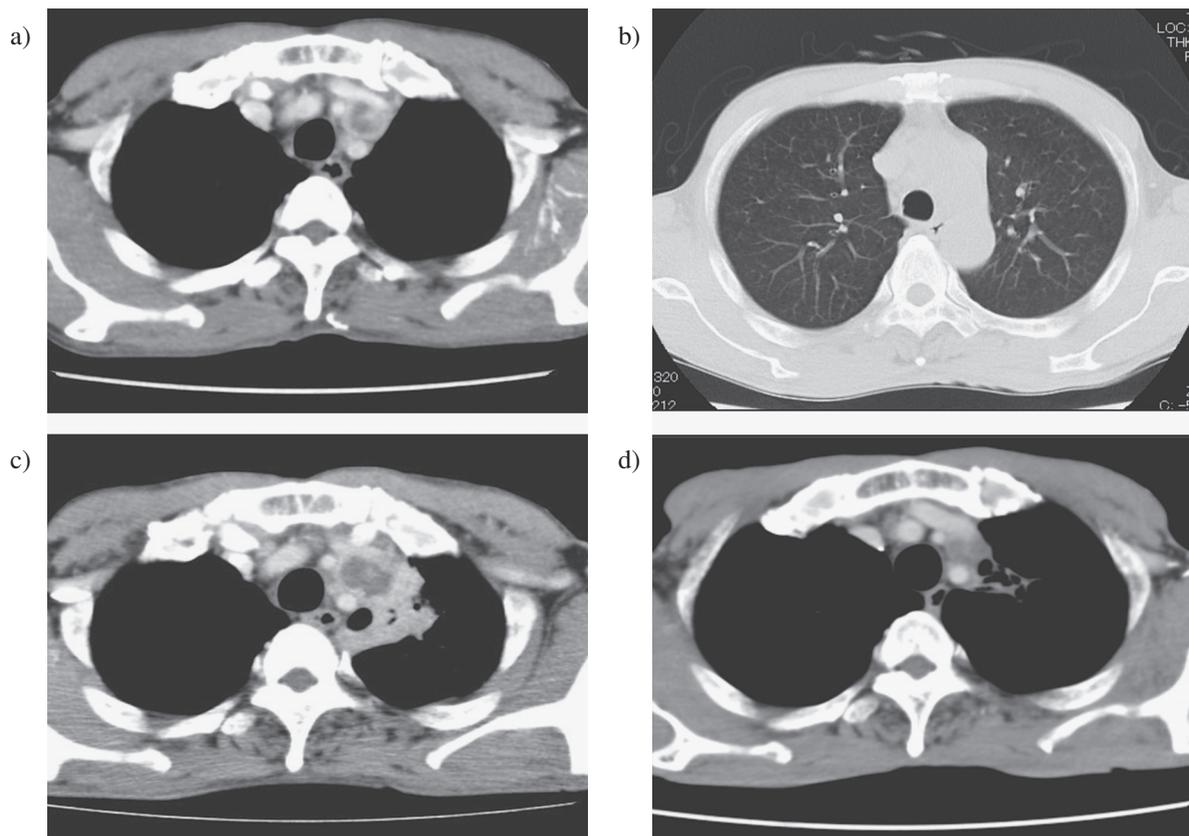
Sequential view of chest CT
